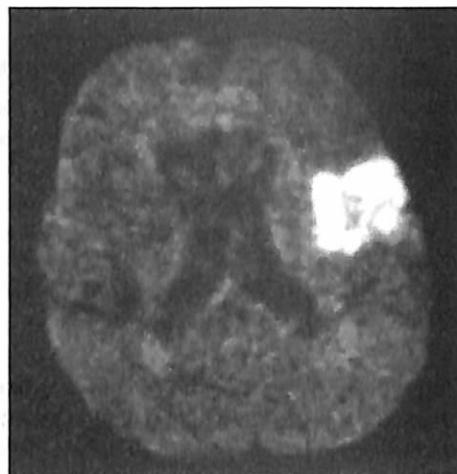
МРТ головного мозга, режим ДВИ, исследование выполнено через 60 мин от начала заболевания. Очаг ишемии (цитотоксического отека) в левом полушарии (бассейн кровоснабжения левой средней мозговой артерии).
